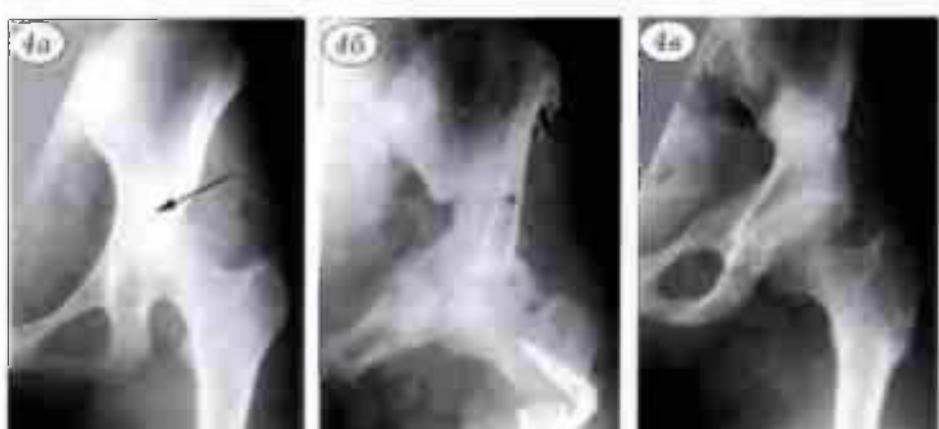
Рентгенограммы и компьютерная томограмма больной Н. 16 лет. Диагноз: магниальный вывих левого бедра, состояние после консервативного вправления бедра по Lorenz, диспластическийcoxартроз IIb стадии.
